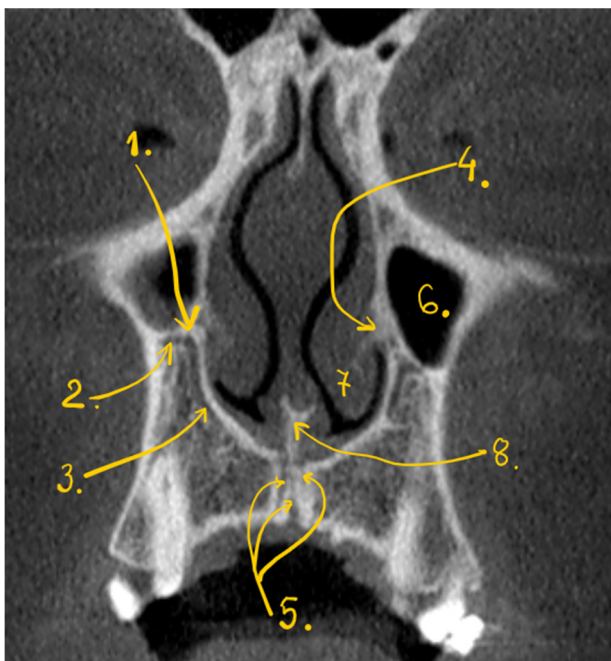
Sețiune coronală CBCT prin caninii superiori. 1. ampula canalului sinuos (CS); 2. porțiunea facială transversă a CS; 3. porțiunea circumnarială a CS; 4. creasta conchală; 5. canalul nasopalatin, compus din 3 canalicule; 6. sinusul maxilar; 7. cornetul nazal inferior; 8. creasta nasomaxilară (creasta septo-premaxilară).
